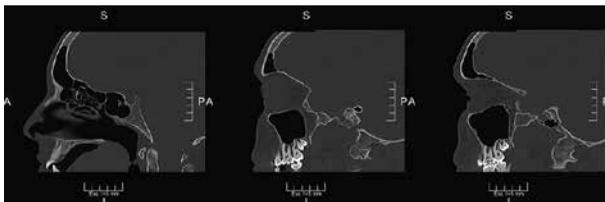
Tomografía computada de macizo craneo facial en cortes sagitales en ventana ósea donde no se visualiza compromiso de estructuras óseas y resto de senos paranasales libres.
